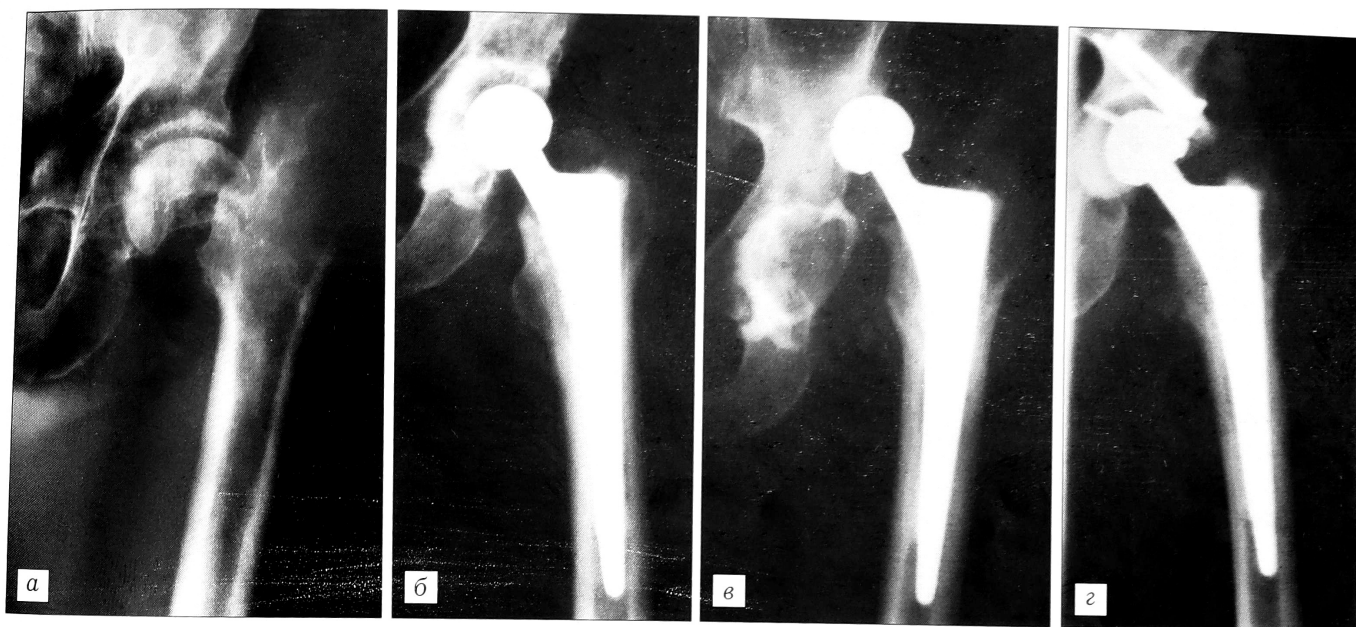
Рентгенограммы больного П.
